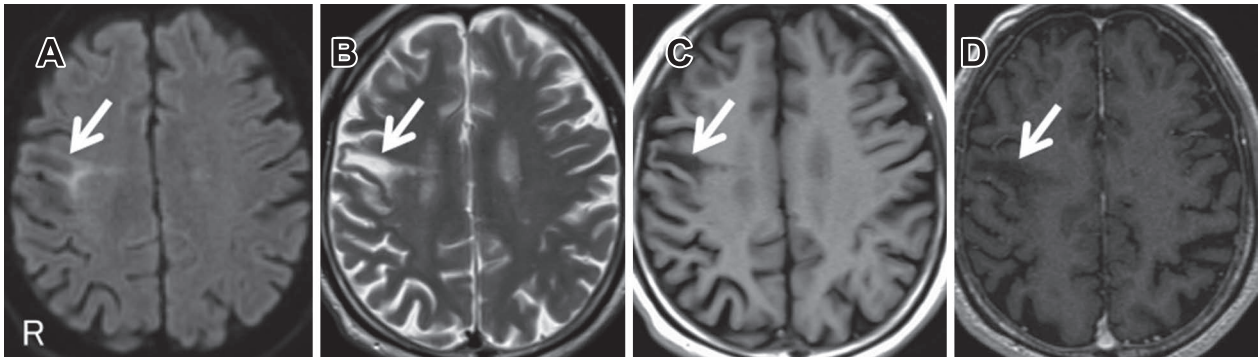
Head MRI findings at hospitalization.
